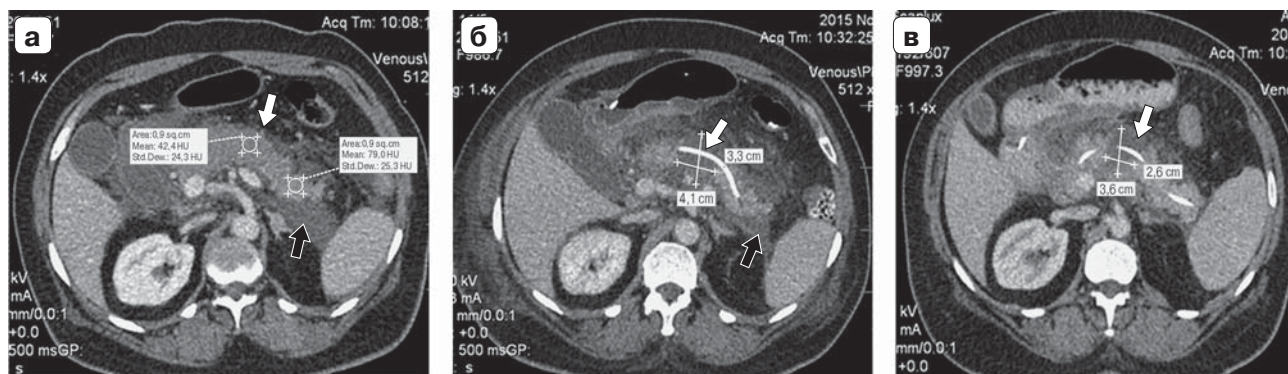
Компьютерные томограммы. Глубокий некроз тела ПЖ, 1 тип конфигурации, венозная фаза исследования: а – 1-й день заболевания до стентирования ППЖ, зона гипоперфузии в теле отмечена белой стрелкой, парапанкреатит – черной; б – 6-й день после стентирования; в – 16-й день после стентирования. Сформированная зона некроза в теле указана белой стрелкой, уменьшение парапанкреатических скоплений на 6-й день – черной стрелкой; на 16-е сутки парапанкреатические скопления отсутствуют.
